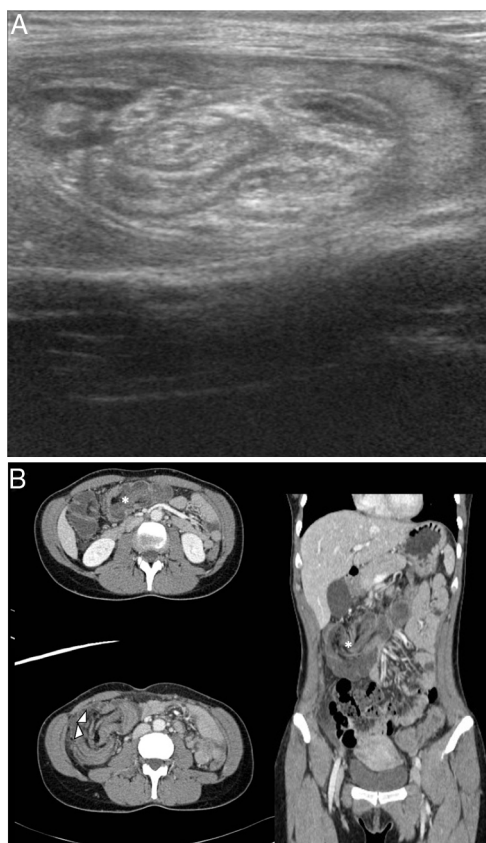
A) Invaginación ileocólica en ecografía. Ecografía abdominal de paciente masculino de 32 años que muestra una invaginación ileocólica. Corte longitudinal con signo delseudorrión, en el que se demuestra la invaginación de varias asas de intestino delgado. La pared externa corresponde al colon. Las áreas hiperecogénicas centrales corresponden a la grasa mesentérica invaginada. B) Invaginación ileocólica en tomografía computarizada (TC). TC del mismo paciente en cortes axiales y en reconstrucción coronal. Se identifica extensa invaginación de asas de íleon en colon ascendente que se extiende hasta el tercio medio del colon transverso (asteriscos). En relación con el meso adyacente se observan algunas adenopatías que actúan como cabeza de invaginación (flechas blancas).
